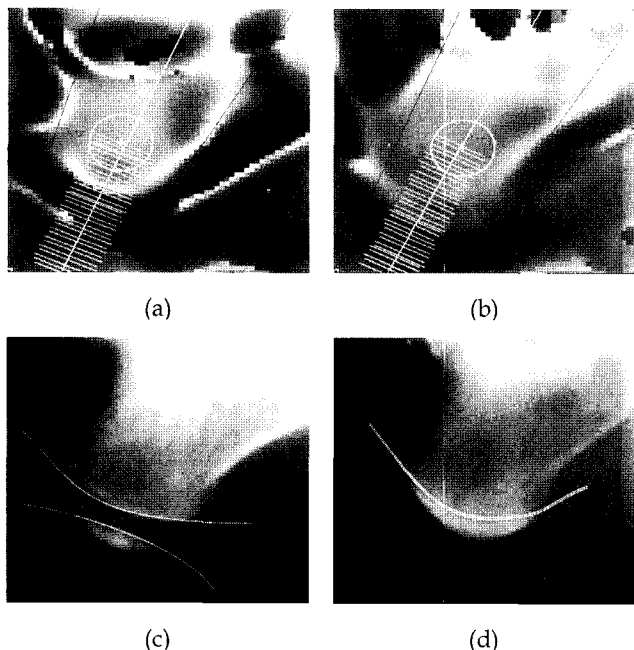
초음파와 X-ray 방식에 의해 얻어진 종골의 이미지, (a), (c) 는 성장판이 열린 8살 여아의 경우, (b), (d) 는 성장판이 닫혀 가는 중인 14살 남아의 경우
